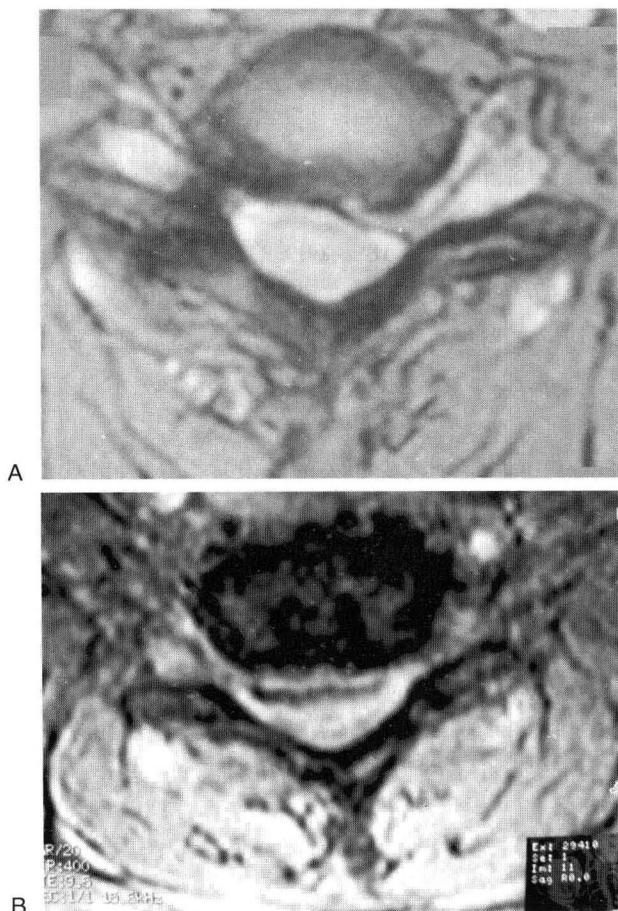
经轴位 T2 加权颈椎 MRI 扫描显示:(A)左外侧突出间盘,引起外侧硬膜囊消失和发出神经根压迫,最适合行 CMEF/D 手术。(B)一个确定在中央部位引起脊髓和神经根压迫的间盘或骨赘,最好用前路减压。
